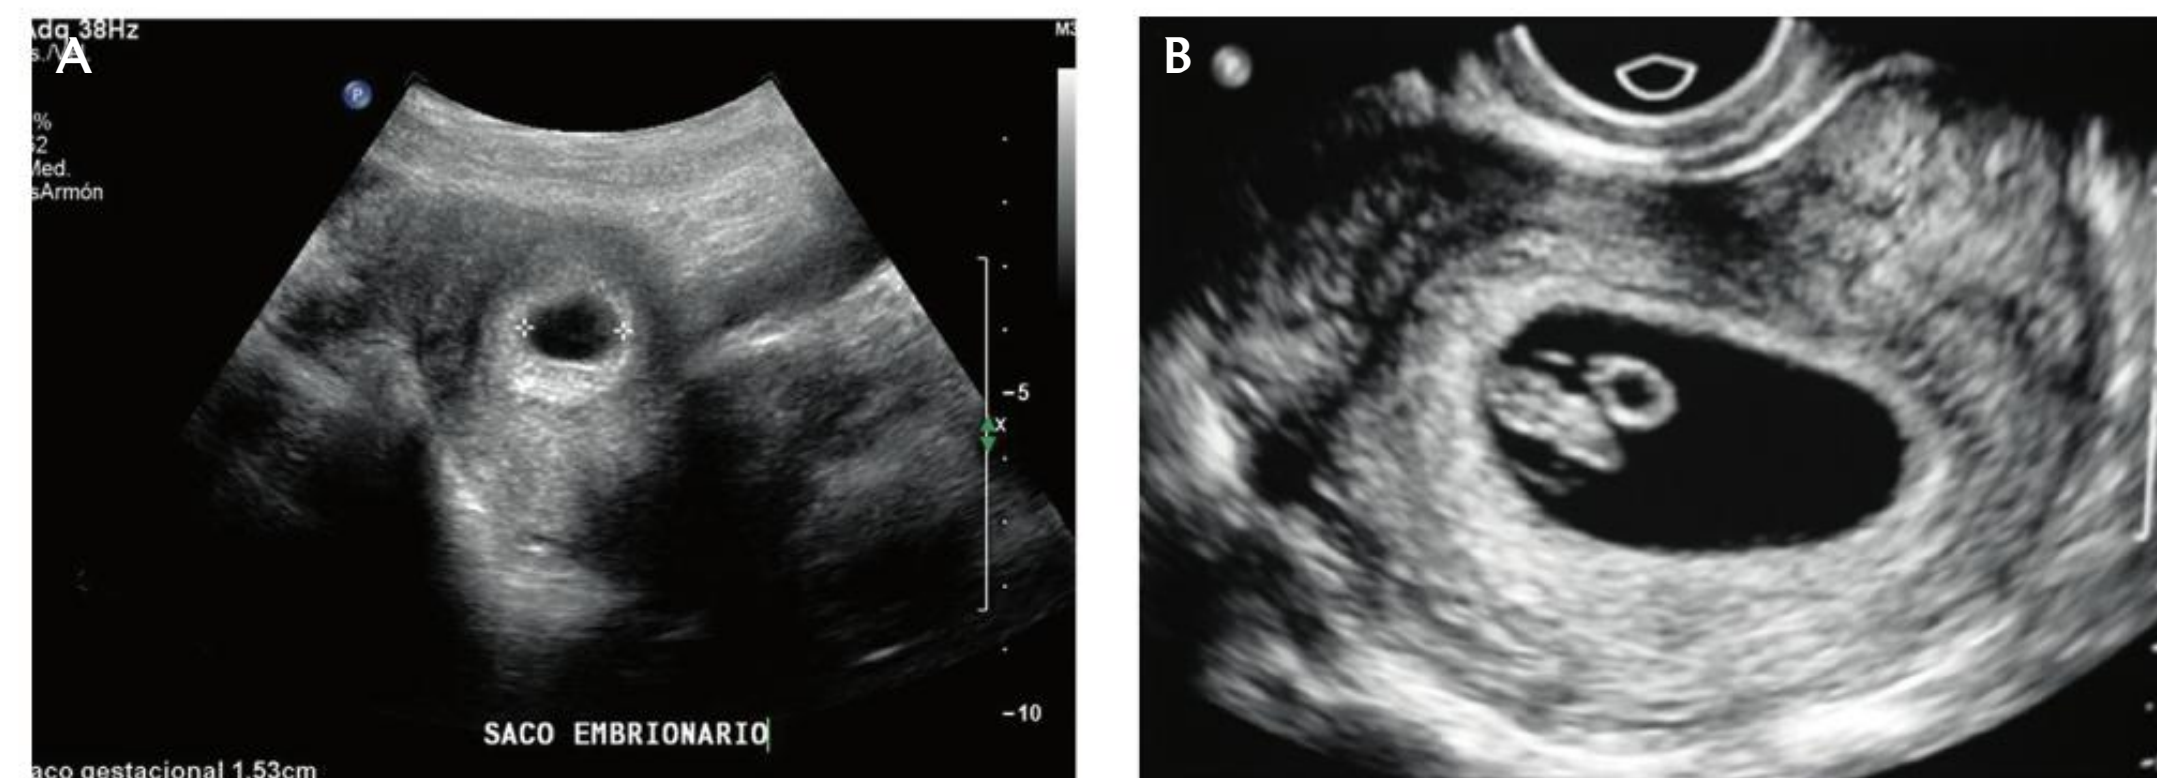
Imágenes de ecografía prenatal en etapa embrionaria. A. Saco gestacional de 1.53 cm de longitud mayor (alrededor de 4 semanas). B. Saco gestacional con un embrión en su interior de 6.8 mm de longitud C-R (aproximadamente estadio 14) (imágenes cortesía de la Dra. Sandra Jordán Herrera)
